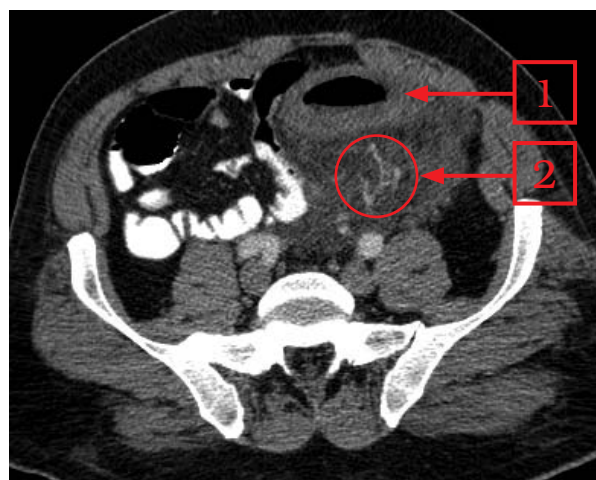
Пациент Ш. МСКТ органов брюшной полости и малого таза в условиях внутривенного контрастирования, перорального контрастирования тонкой кишки водорастворимым контрастным веществом, ретроградного контрастирования толстой кишки водой.
